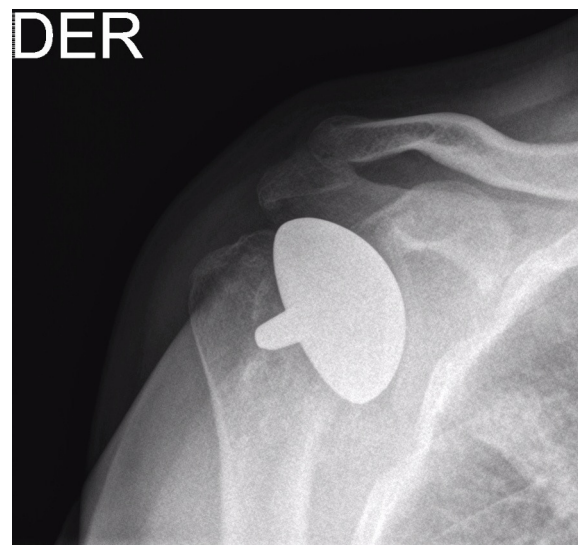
Radiografía del hombro derecho, proyección AP verdadera, control postoperatorio a los 18 meses de seguimiento. Se aprecia el implante *in situ*.
